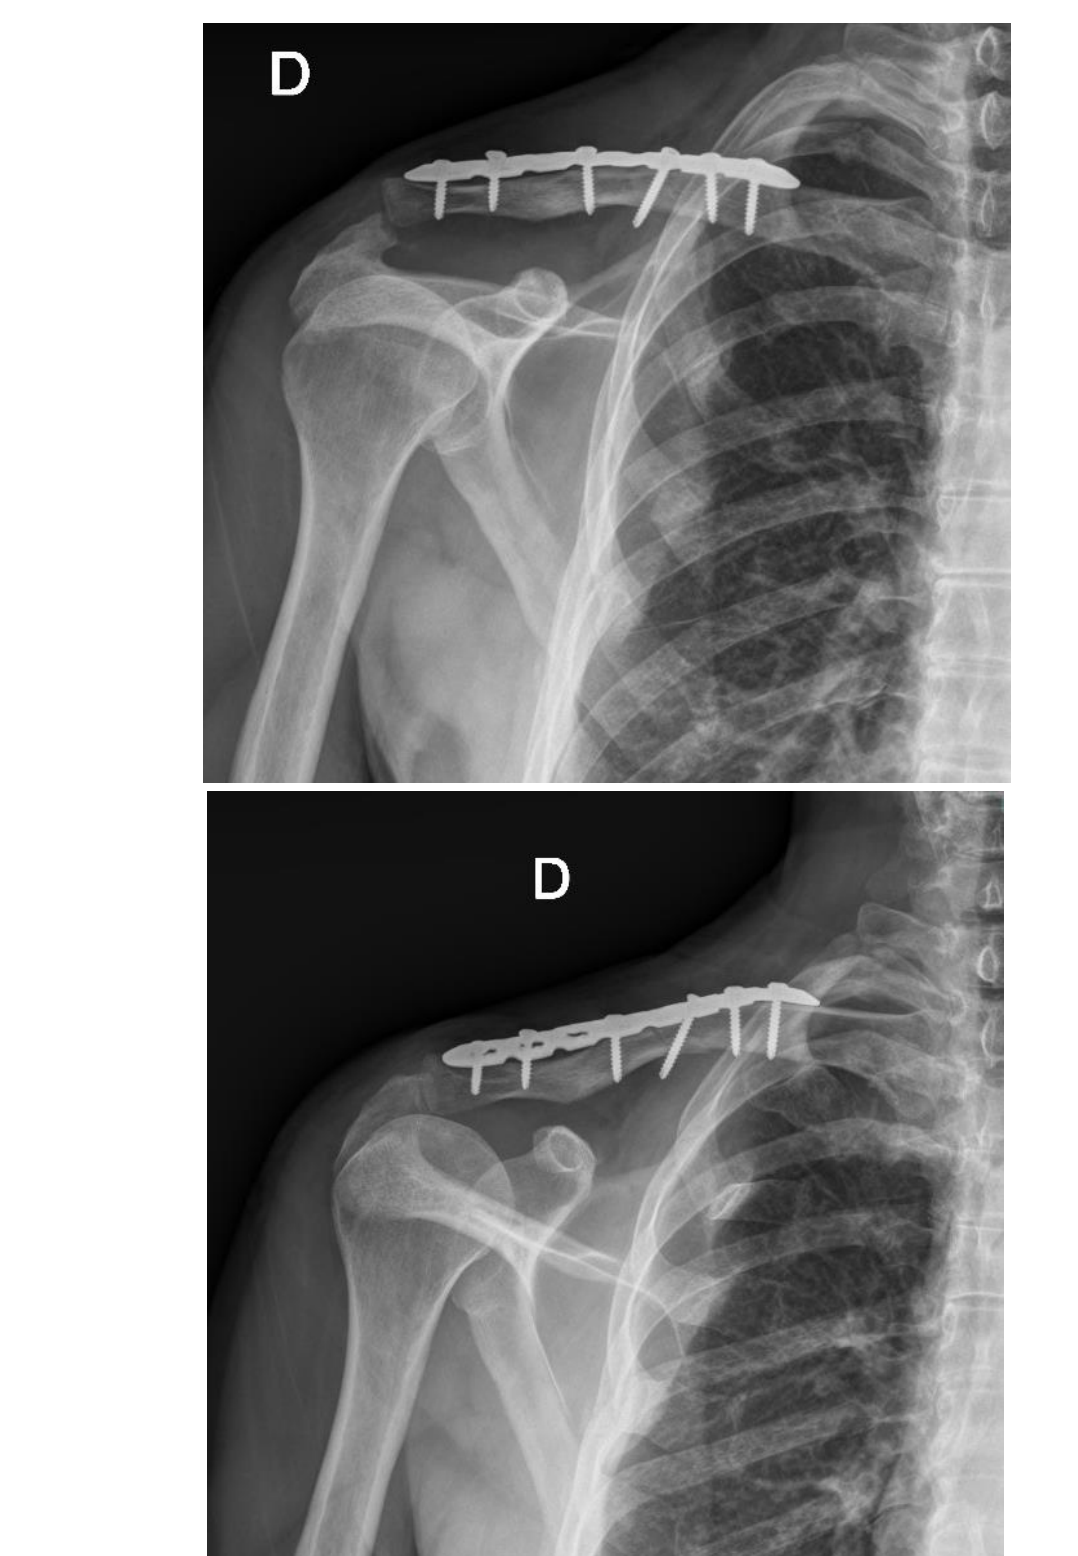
Radiografías 1 mes postoperatorio (10/11/2021). Material OS correcto, subluxación de AC derecha. Se observa inicio de callo óseo en fracturas de arcos posteriores de 2º a 4º costillas derechas.
